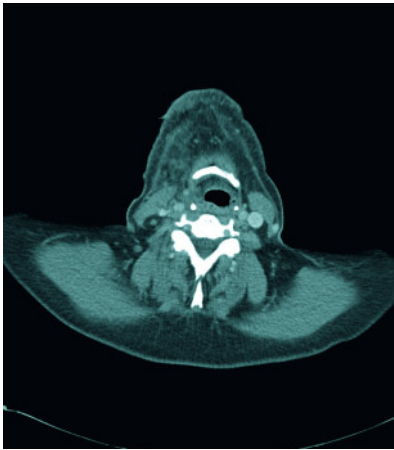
In der Computertomographie mit Kontrastmittel zeigt sich eine diffuse phlegmonöse Entzündung von submandibulär bis zum Zungenbein ohne abszedierende Einschmelzung.
